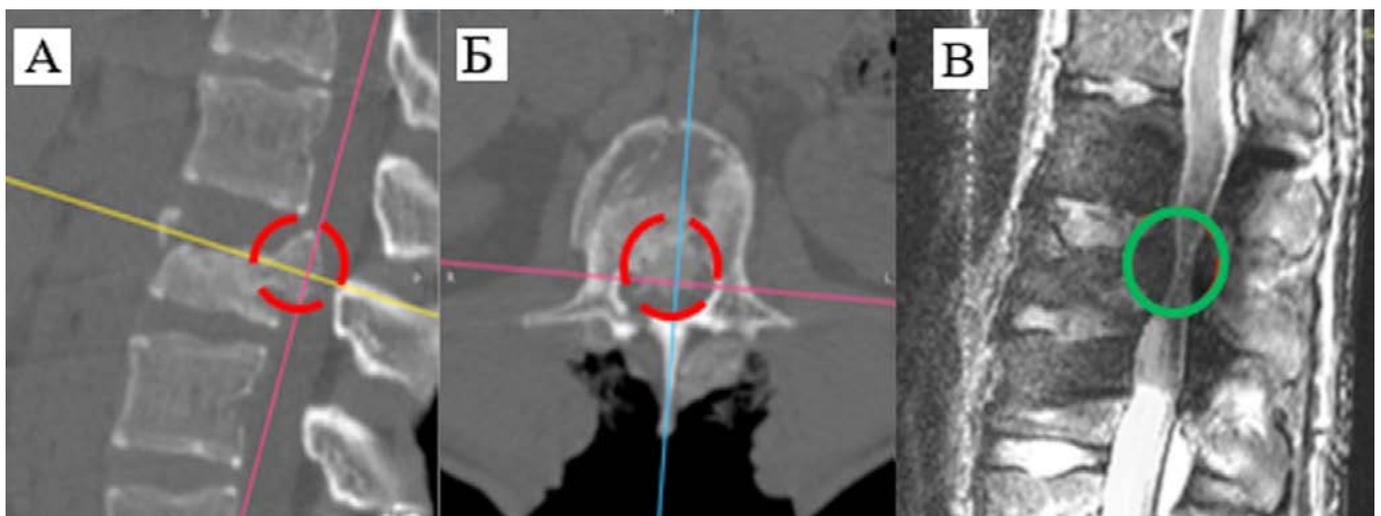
Компьютерная томография (КТ) поясничного отдела позвоночника от 17 марта 23 года: сагиттальная (А), аксиальная (Б) проекции. Магнитно-резонансная томография (МРТ) поясничного отдела позвоночника: сагиттальная проекция (В). Визуализируется осложненный нестабильный перелом L1-позвонок (красная цель) с признаками грубого компрессионного воздействия на поясничный отдел спинного мозга, вызывающую миелоишемию, посттравматический отек (зеленая цель)
